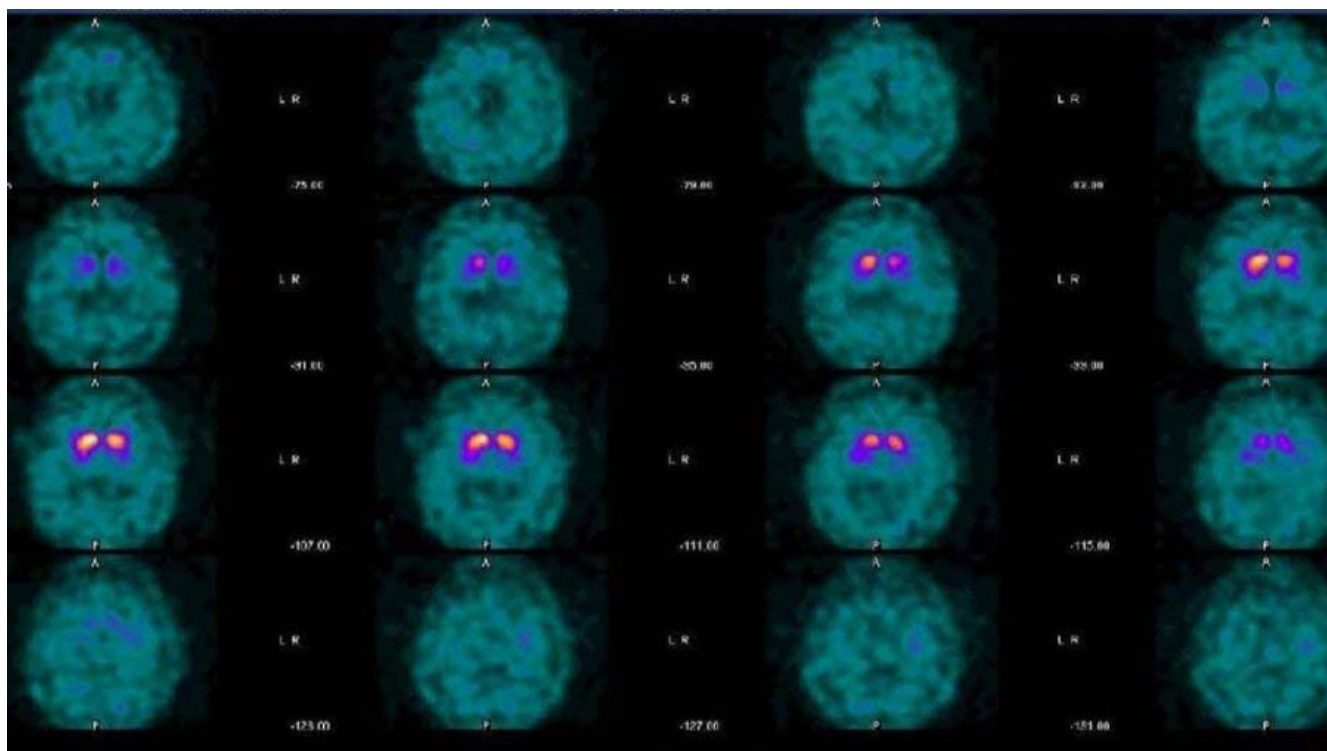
Imagen de SPECT con ioflupano (Datos de archivo, GE HealthCare)
